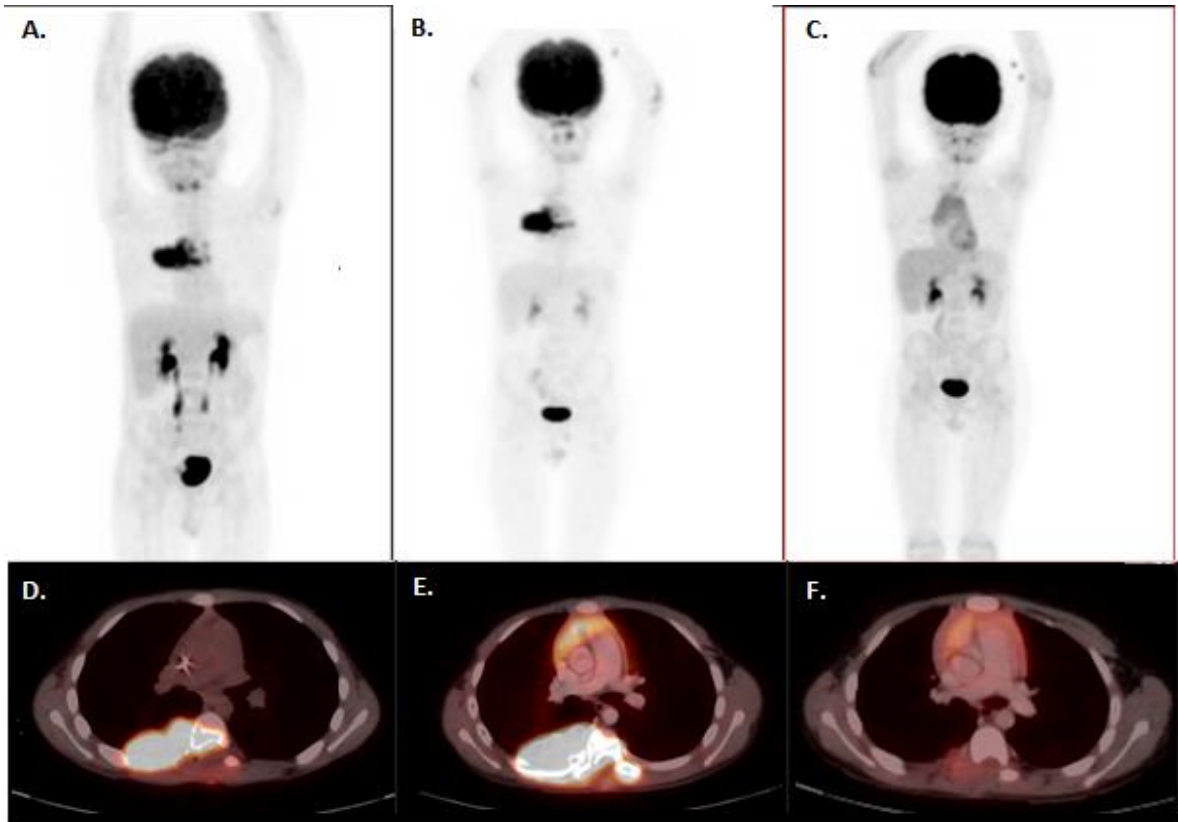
Paciente sexo masculino de 8 años con masa dorsal paravertebral derecha sospechosa de neuroblastoma, la biopsia confirma Histiocitosis no Langerhans (Enfermedad Erdheim Chester). Imagen A y D. MIP y fusión axial de PET/CT FDG que muestra masa hipermetabólica paravertebral dorsal derecha. B y E. MIP y fusión axial de PET/CT FDG control posterior a quimioterapia que muestra aumento de tamaño y metabolismo de lesión neoplásica. C y F. MIP y fusión axila de PET/CT FDG posterior al cambio de tratamiento, muestra significativa disminución de tamaño y metabolismo.
